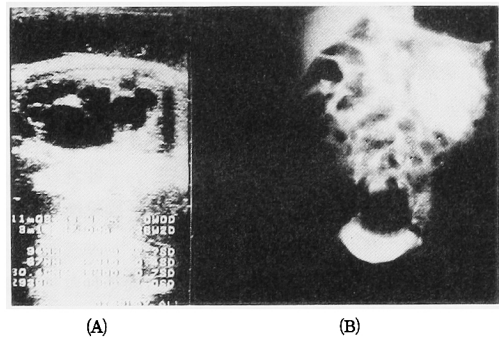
(A) 腎盂尿管移行部狭窄の妊娠36週の超音波像. 胎児の拡張した腎盂腎杯を認める.
